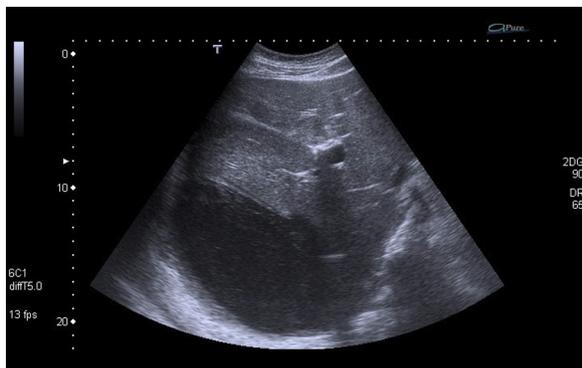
Ecografía de abdomen: se aprecia gran colección de ecogenicidad heterogénea, de hasta 16 × 18 cm de diámetro máximos localizada en hipocondrio-flanco derecho.
